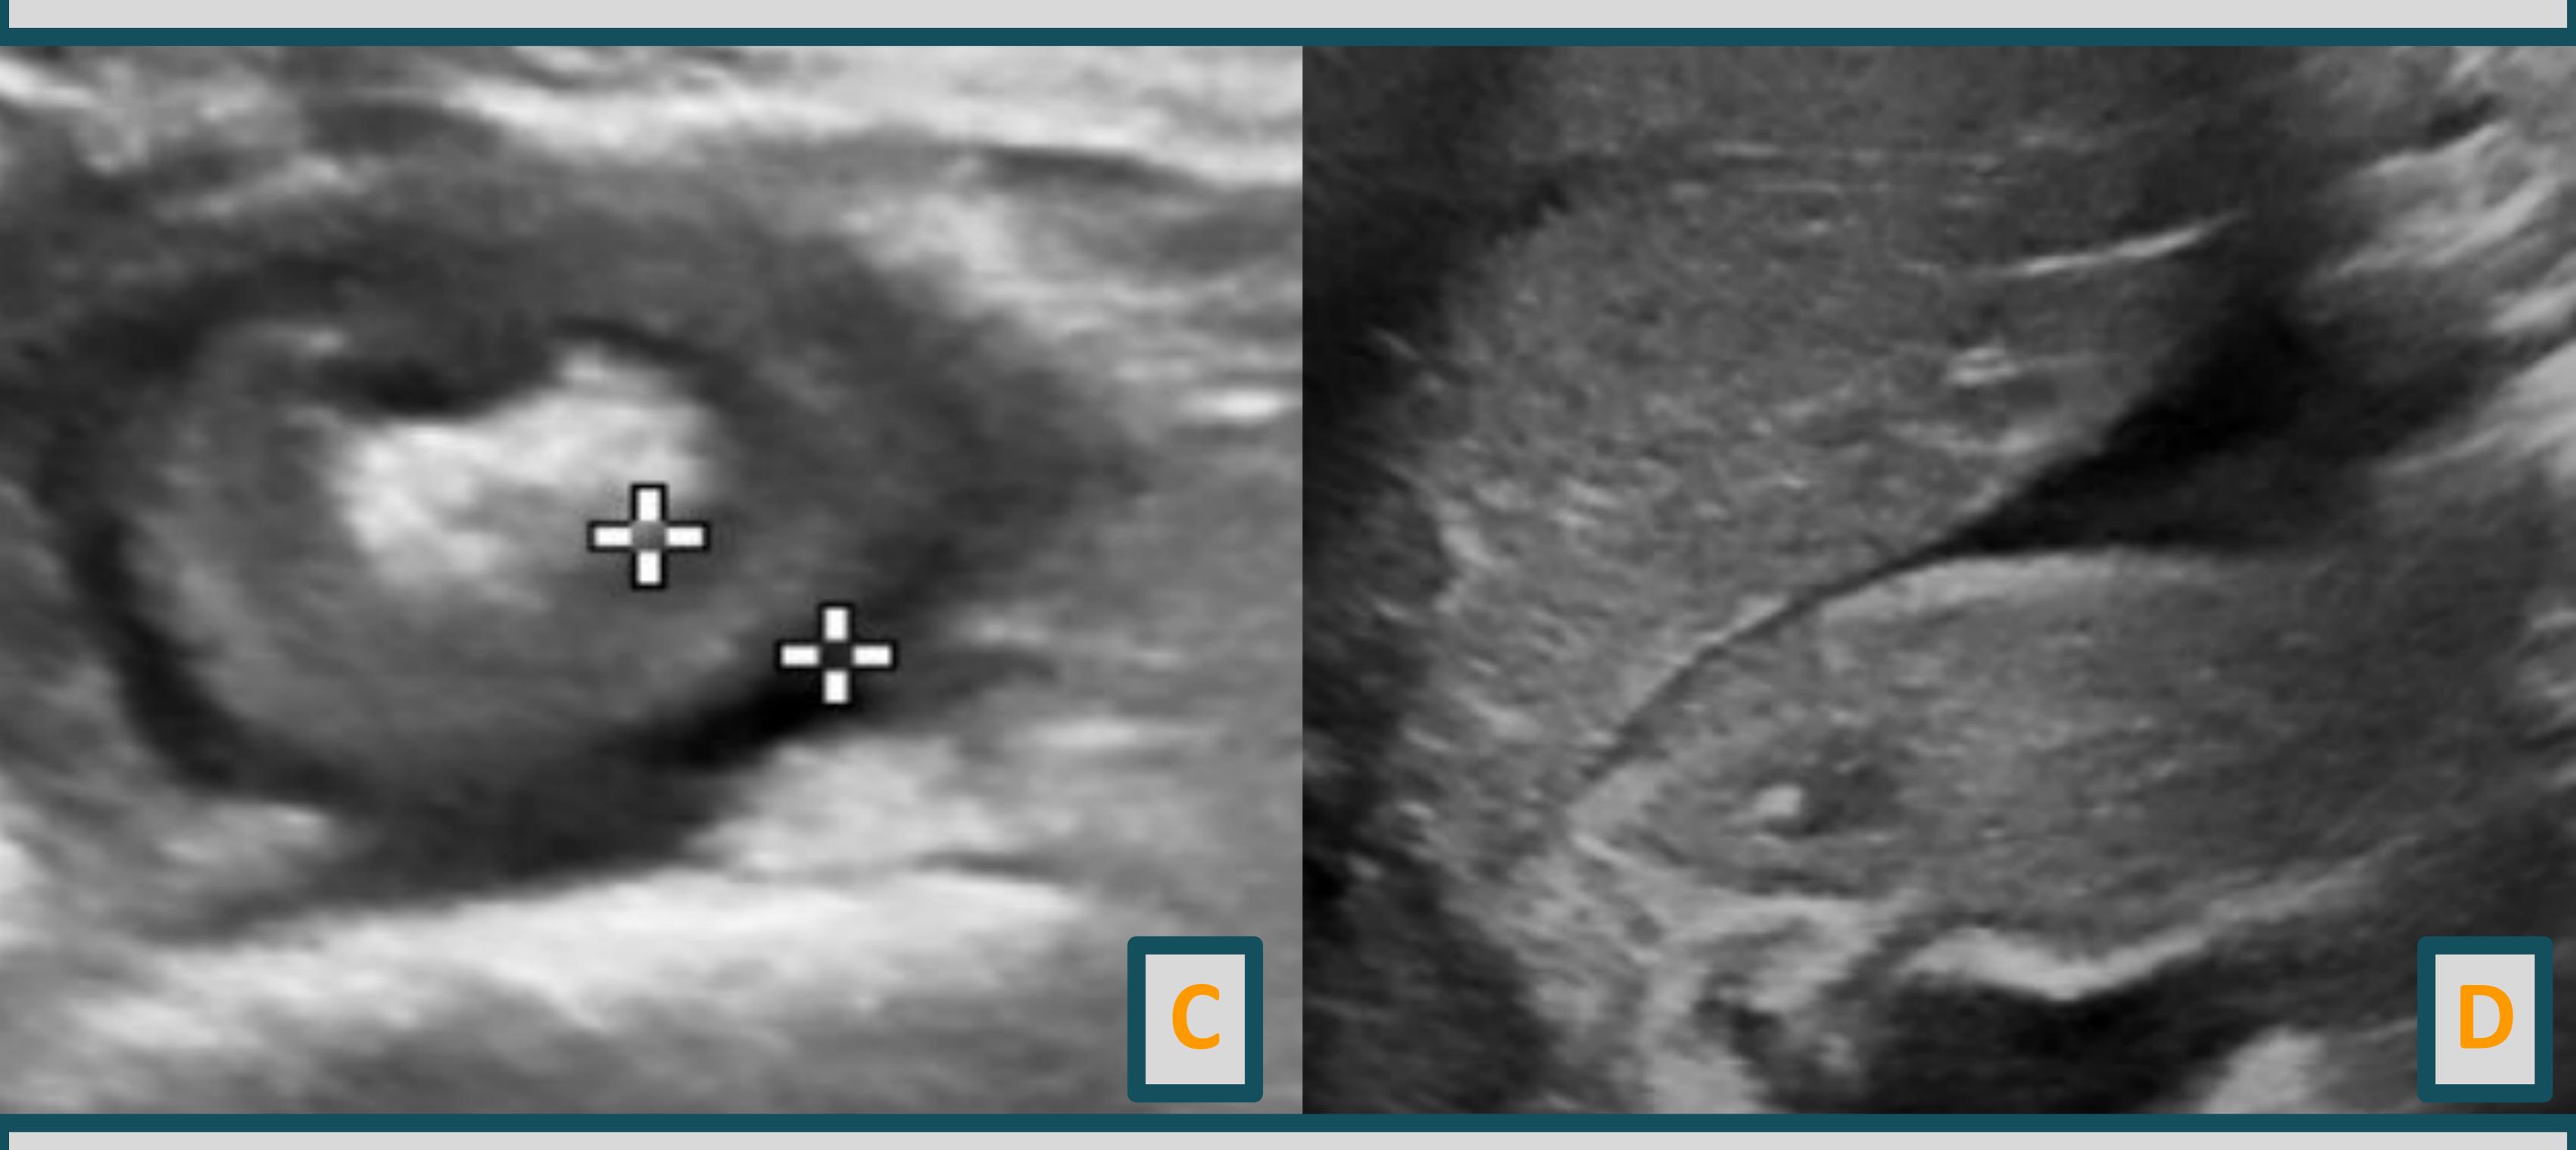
Ecografía donde se evidencia en plano axial del colon ascendente engrosamiento parietal circunferencial simétrico.
